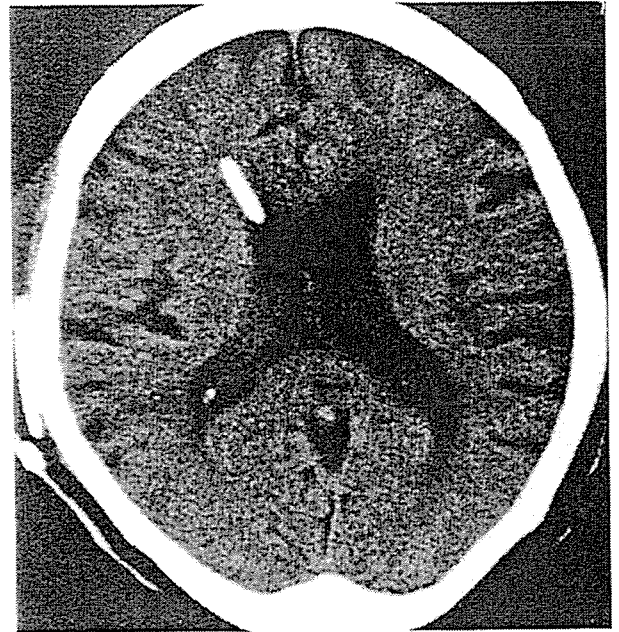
脳室内カテーテルおよび持続注入ポンプ埋め込み術後7日目の頭部CT
